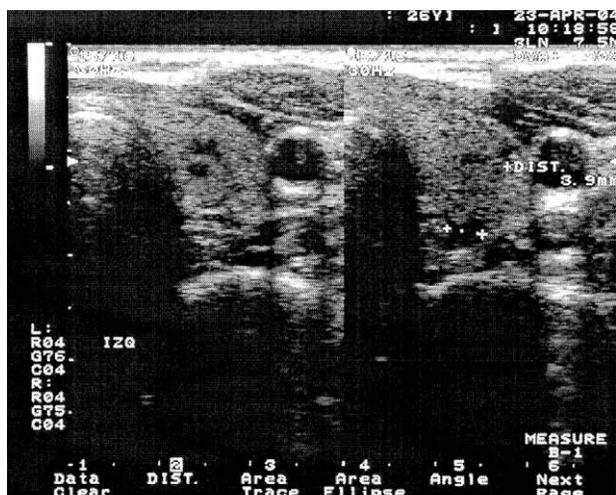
Ecografía del adenoma paratiroideo.
